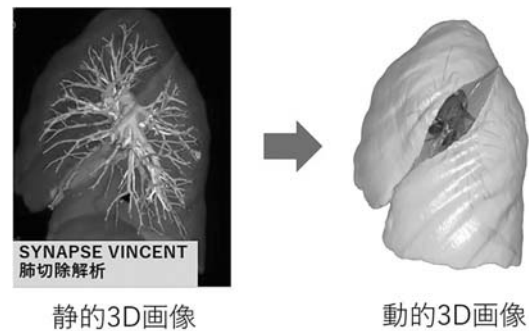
患者固有のCTデータを用いた「動く」3D画像の開発
